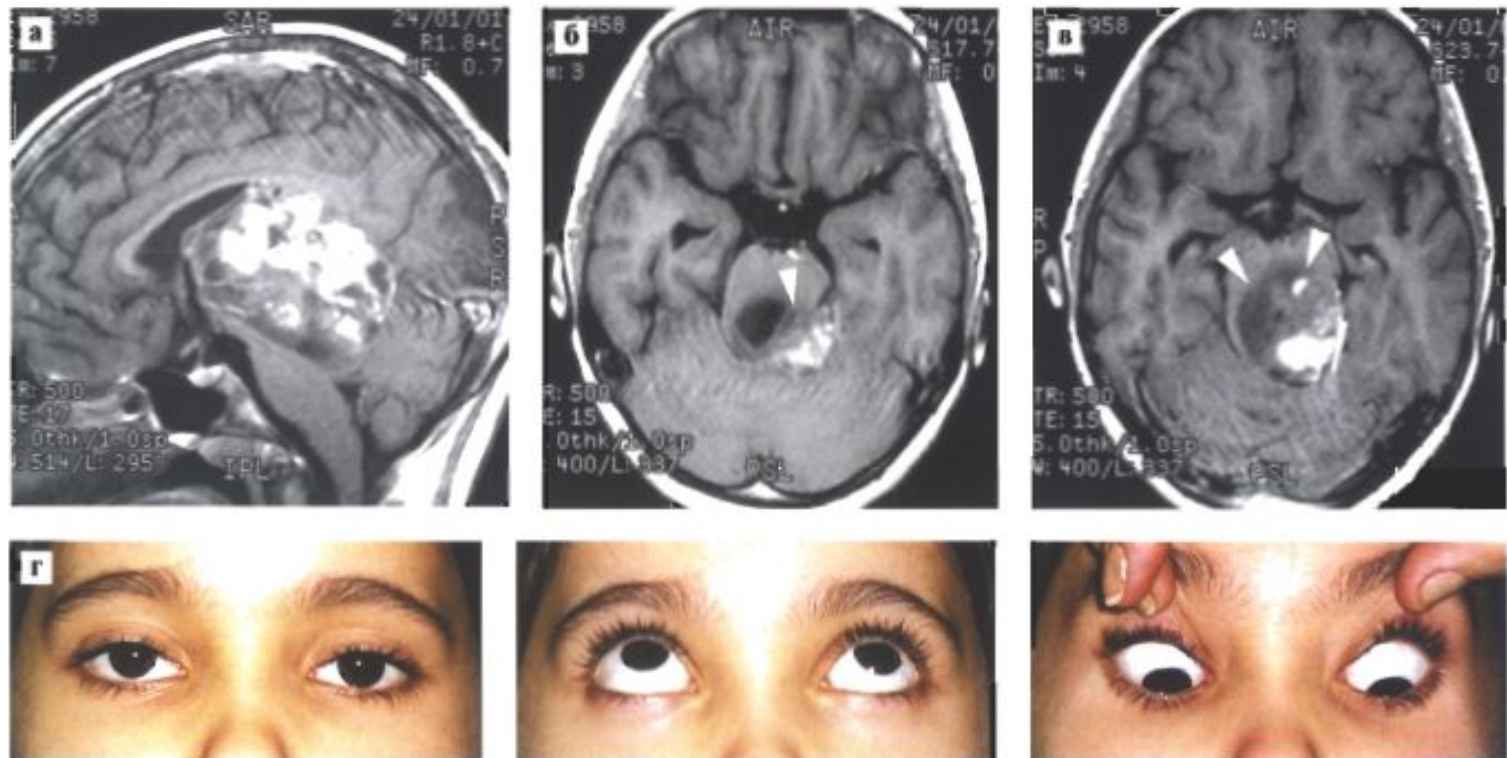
МРТ с контрастным усилением (а,б,в) больной с большой пилоидной астроцитомой пинеальной области. Опухоль грубо сдавливает и инфильтрирует структуры среднего мозга (стрелки). Фотографии ребенка (г) не выявляют явных признаков нарушения глазодвигательных функций.
